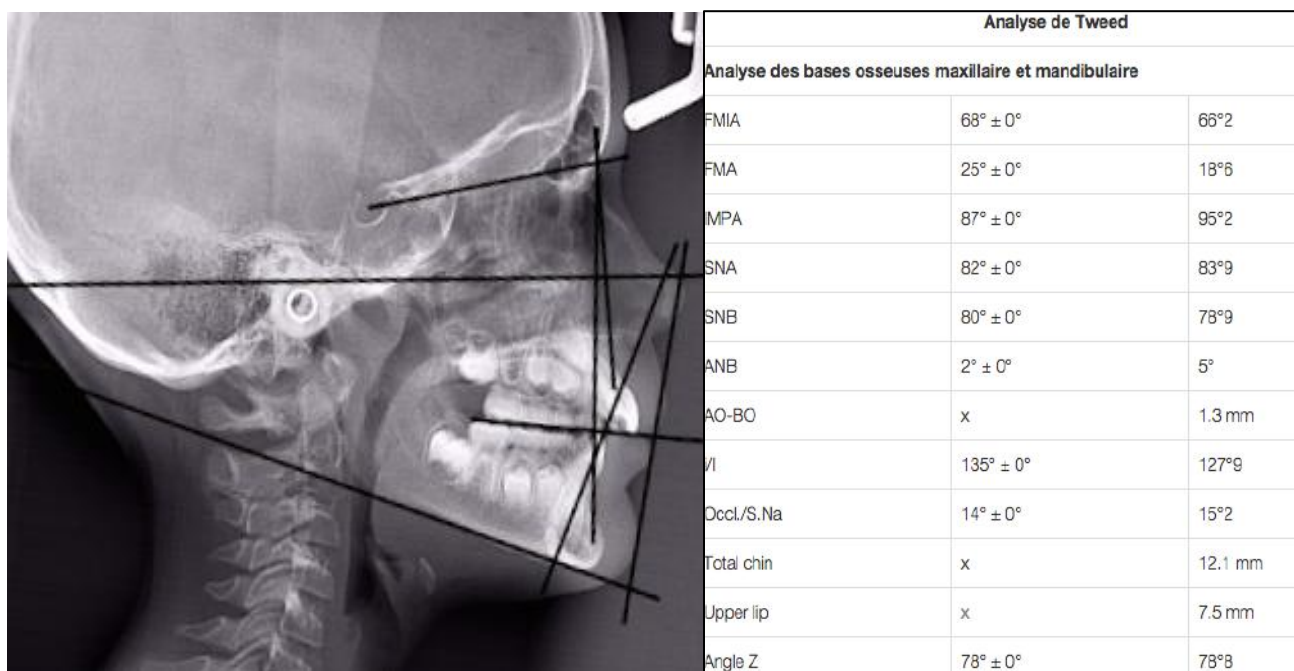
Téléradiographie de Profil et tracé selon l'analyse de TWEED du début de traitement au 08/02/2011 (courtoisie Dr FEJES RALUY).
